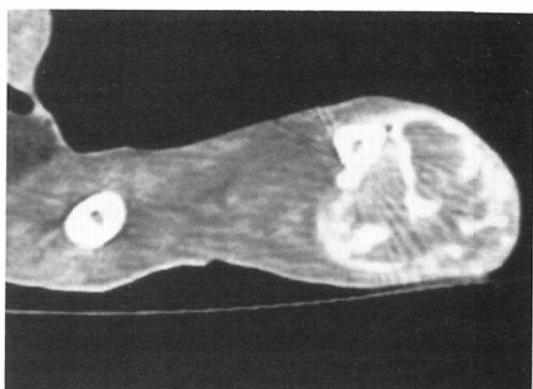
CT of VX-2 tumor 3 days after intraarterial administration of lipiodol (1ml) via the saphenous artery. Note oily contrast material accumulated selectively in the tumor.
